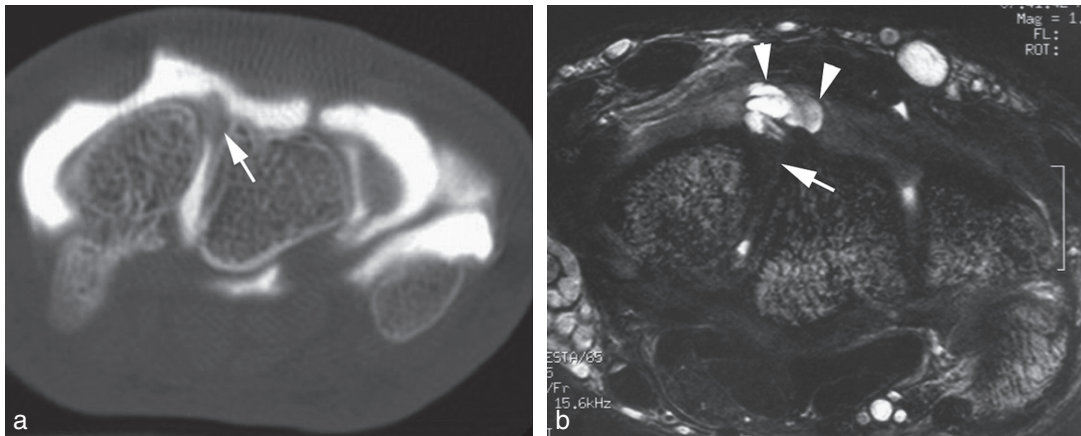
Kyste arthrosynovial dorsal scapholunaire non communiquant. (a) Arthroscanner, coupe axiale : le segment dorsal du ligament est discrètement épaissi sans opacification intraligamentaire et extracapsulaire. (b) IRM 3D T2 en coupe axiale : infiltration kystique du segment dorsal du ligament (flèche) et extension intracapsulaire (têtes de flèche).
